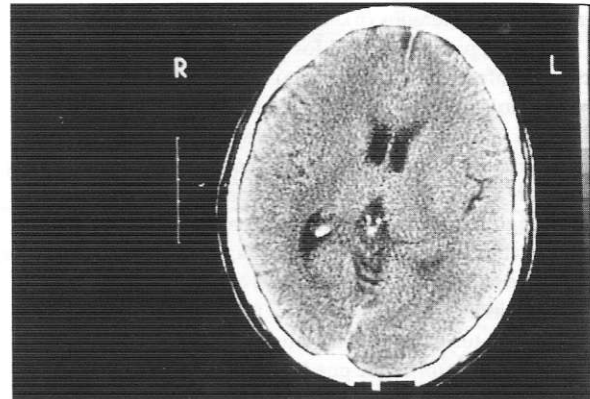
El TAC de cráneo descartó lesión estructural que explicará los síntomas en el paciente
